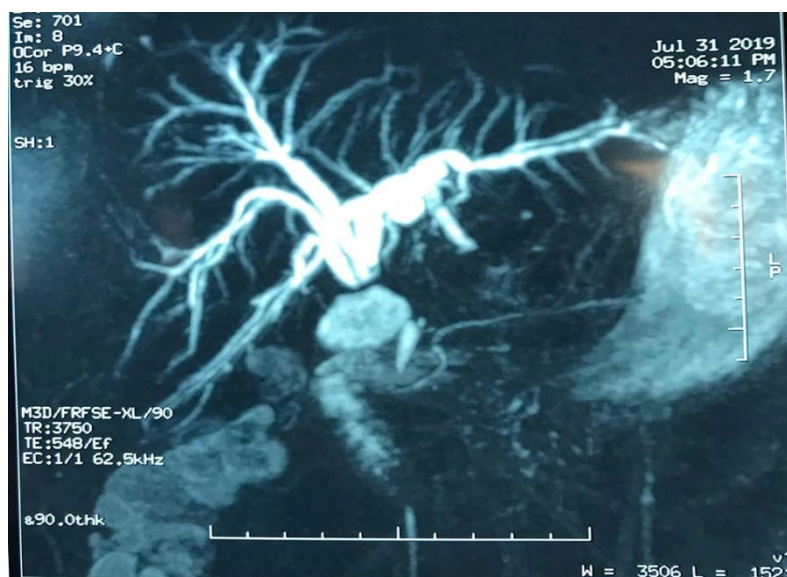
Bili IRM réalisée montrant une dilatation des voies biliaires intra hépatiques en amont d'un obstacle situé au niveau de la convergence.
